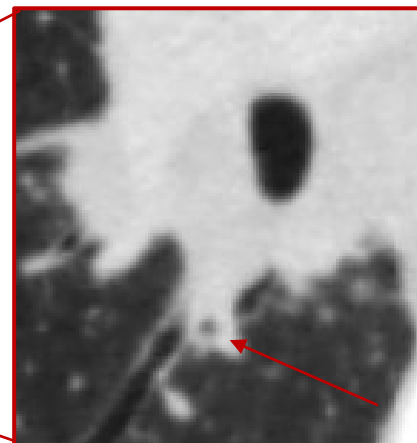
Vergrößerung aus der CT des Thorax, 29-jähriger Patient: Kaverne hinter dem rechten Hauptbronchus.
